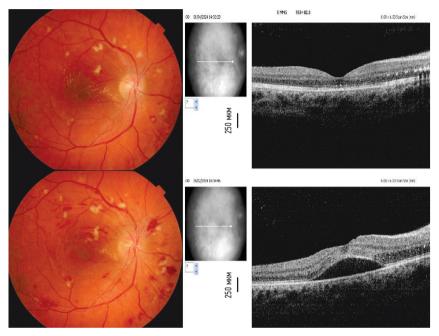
Офтальмоскопическая картина и оптическая когерентная томография состояния глазного дна правого глаза через месяц после лечения (сверху) и до лечения (снизу).
